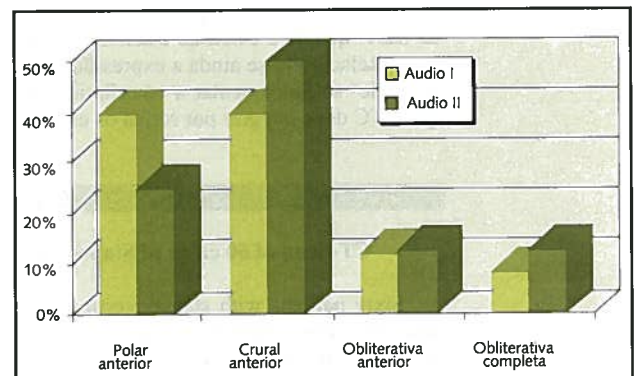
Expressão morfológica na TC de 60 casos de OEV.
